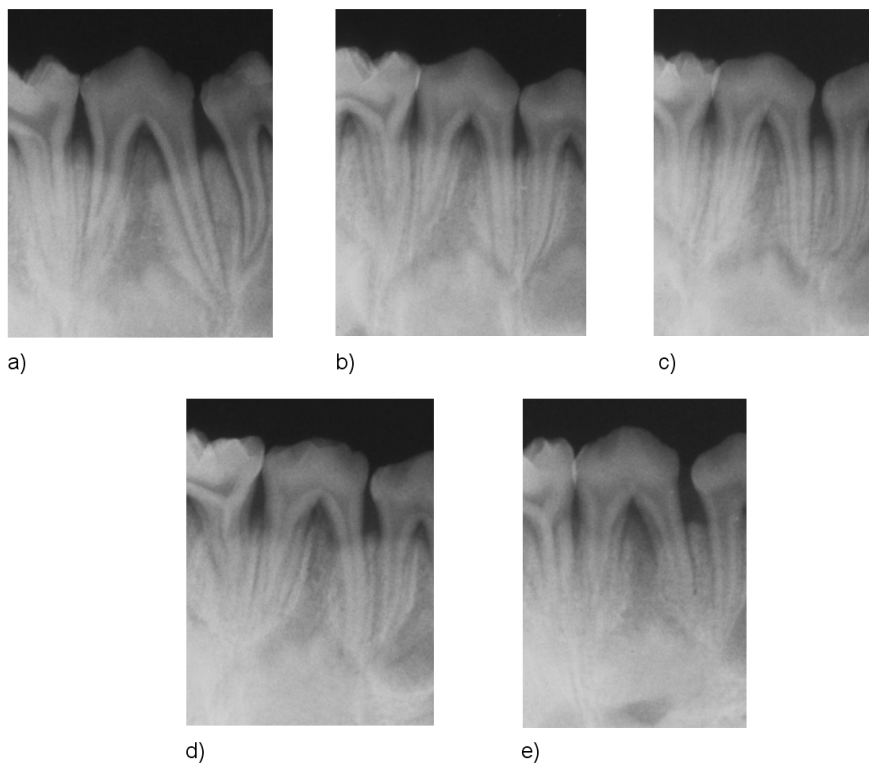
Röntgenbilder von fünf Proben. Die Milchzähne und die darunter liegenden bleibenden Zähne sind deutlich zu erkennen.
